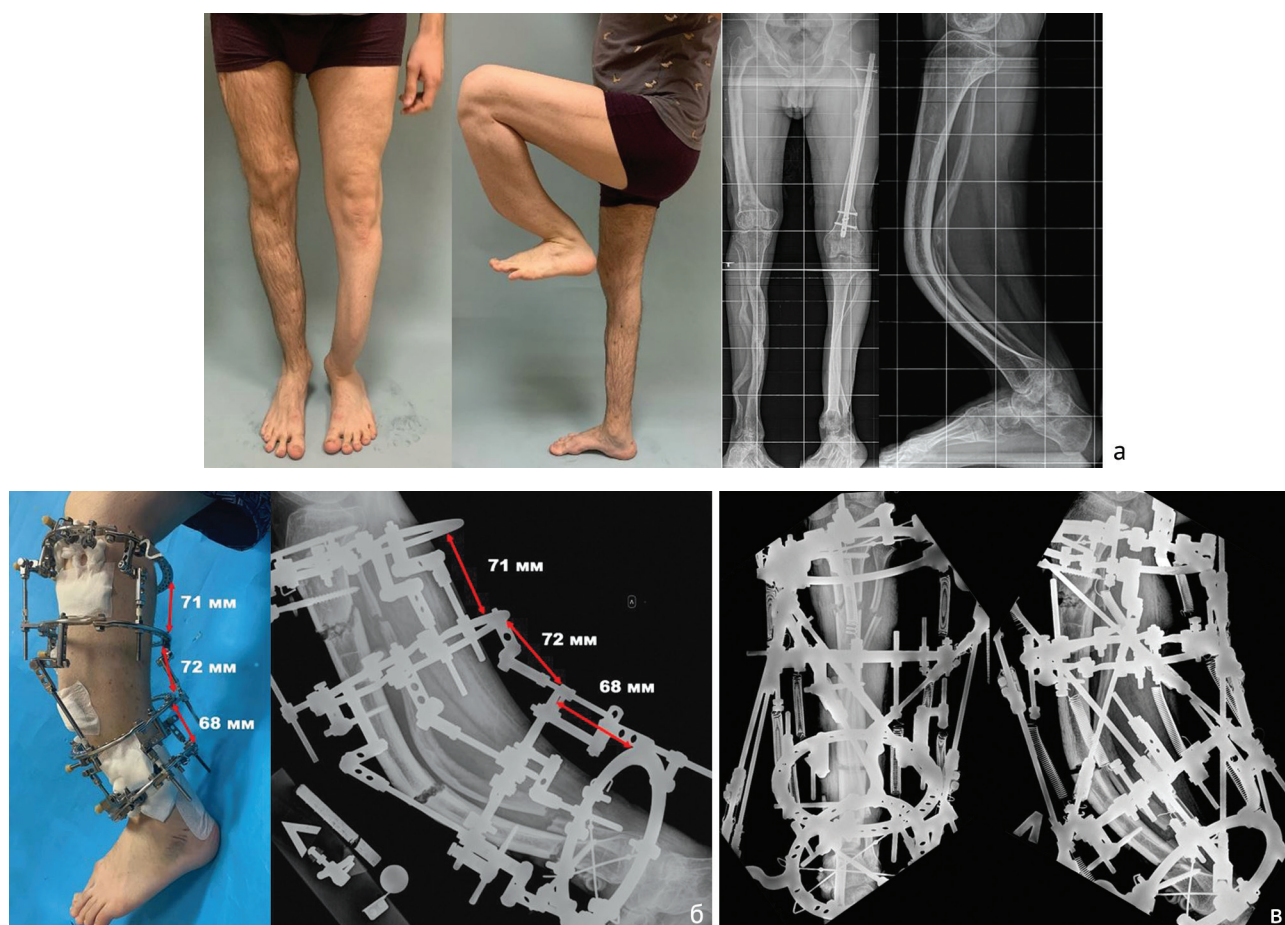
Клинический пример реализации «пружинной» техники при трёхвершинной деформации голени: а — внешний вид пациента и рентгенограммы больного до операции; б — после окончания дистракции расстояние между опорами по задней поверхности значительно меньше оптимального для монтажа страт; в — один ортопедический гексапод и пружины успешно смонтированы, начато выполнение коррекции
